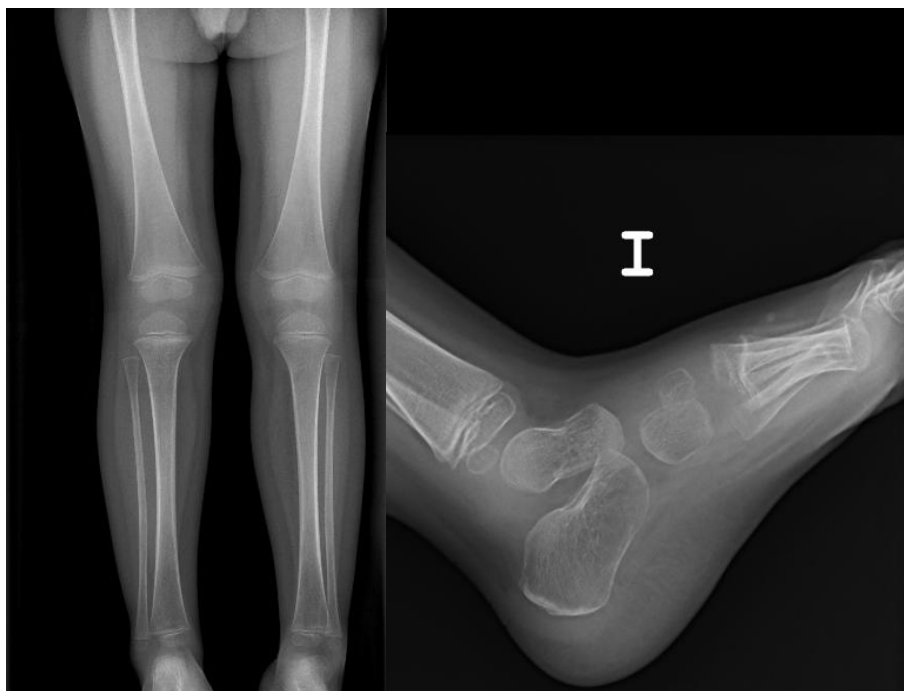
Mensuración de miembros y radiografía lateral de tobillo (Cortesía del Servicio de Radiodiagnóstico del Hospital Niño Jesús)
